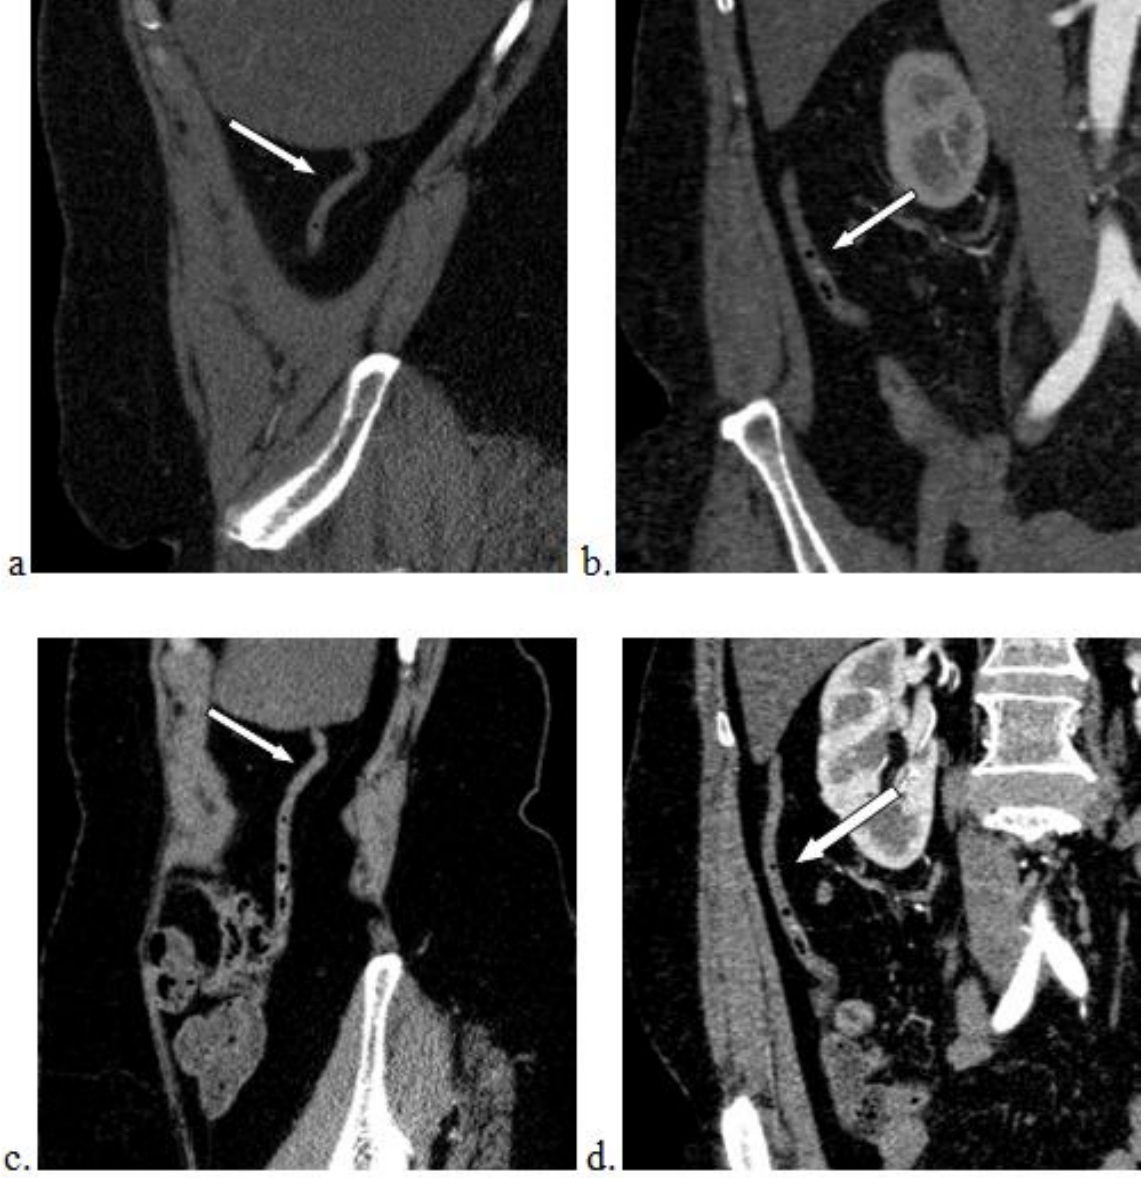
a.BKİ 29,1 olan hastanın oral kontrastlı koronal BT’de retroçekal apendiks
